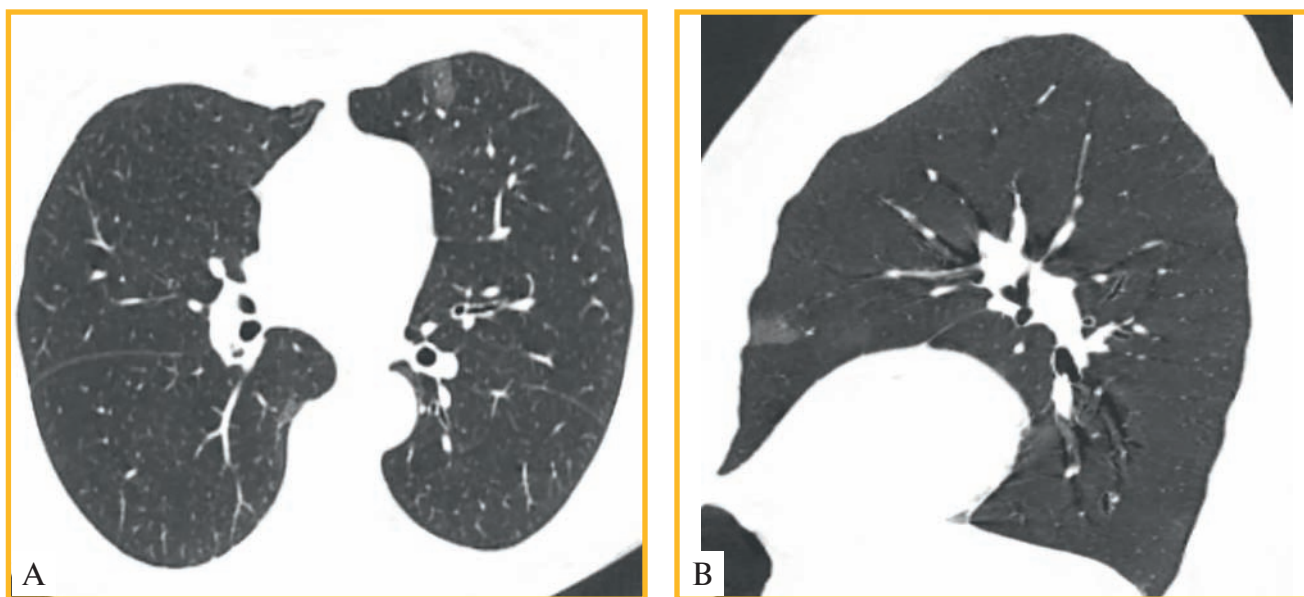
Мультиспиральная компьютерная томография органов грудной клетки (срез 1 мм) на 2-й день клинических проявлений COVID-19-ассоциированной пневмонии: А – аксиальный срез – очаг «матового стекла» в язычковом сегменте левого легкого; В – сагиттальная реконструкция в MinIP-режиме – более четкая визуализация изменений
